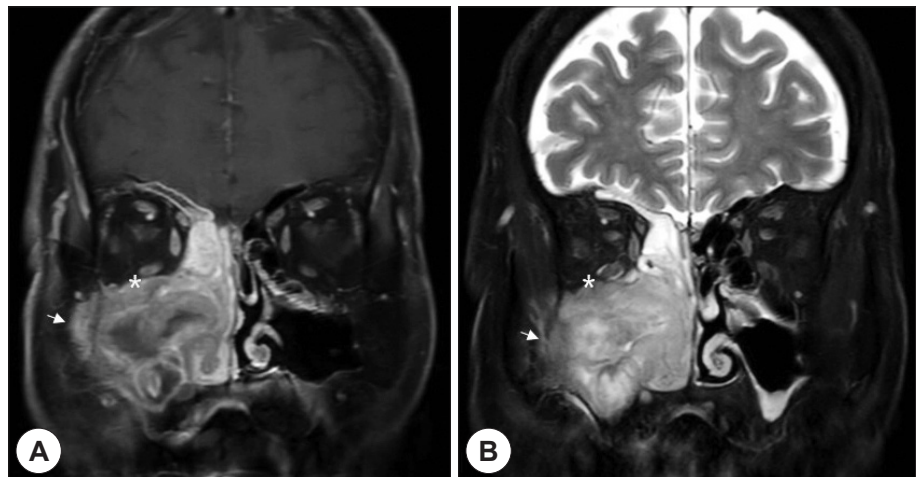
T1 enhance (A) and T2 weighted (B) MR image. Heterogeneous signal intensity mass lesion at Rt. maxillary sinus extent to nasal cavity and invade the orbit (astrix) and buccal fat pad (arrow).
